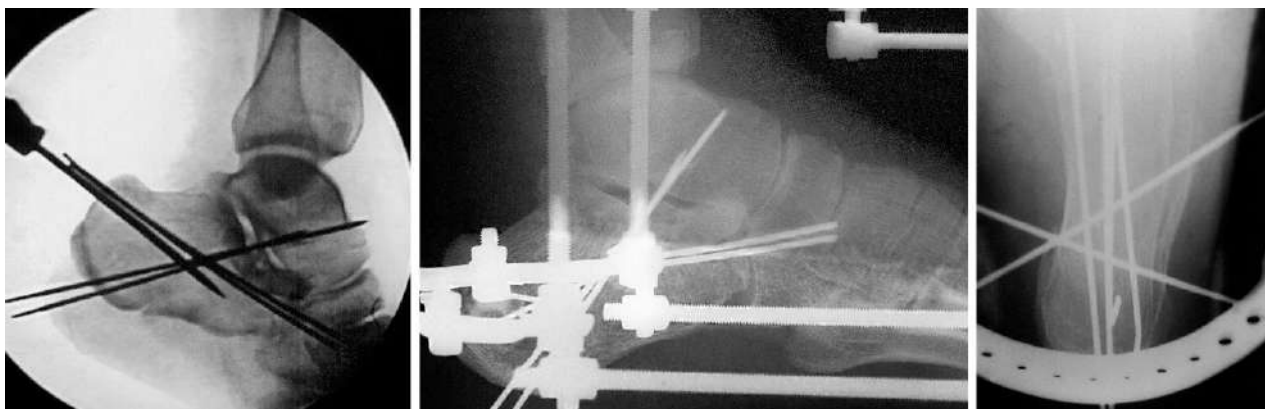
Фотовідбитки рентгенограм стопи після операції
